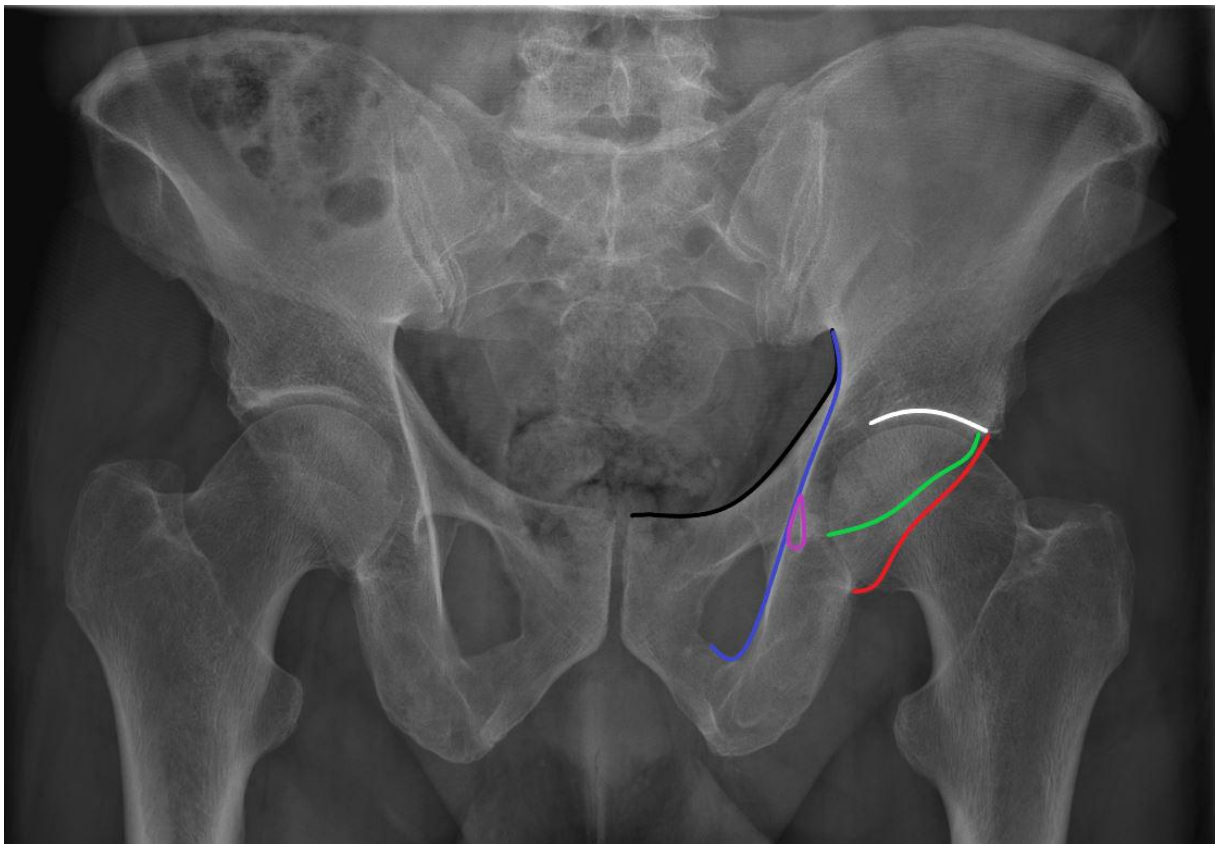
Anterior-posteriore-Röntgenaufnahme des Acetabulums mit eingezeichneten Kennlinien. Die Linea iliopectinea ist schwarz markiert, die Linea ilioischiadica blau. Der vordere Pfannenrand ist grün, der hintere rot hervorgehoben. Das Pfannendach ist durch eine weiße Linie gekennzeichnet, die Tränenfigur nach Köhler violett umfahren.
